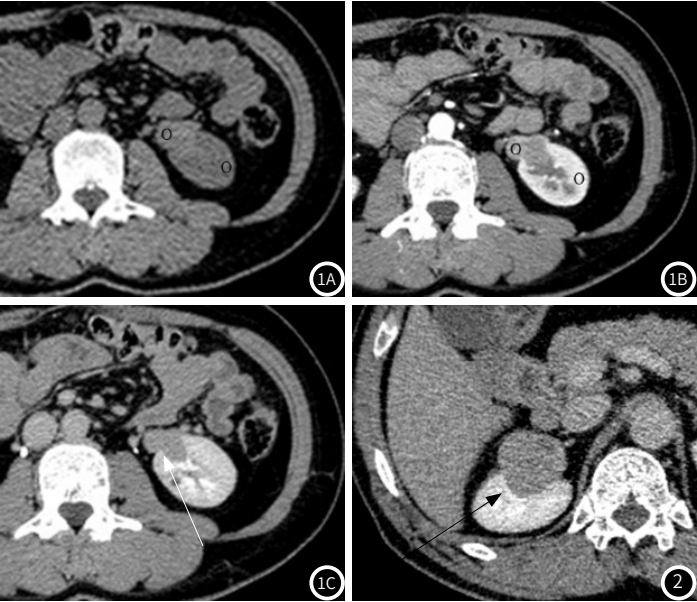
图1C 患者，女，38岁，左肾fp-AML。图1A CT平扫图像示肿瘤呈高密度，CT值约47.70HU，同侧肾皮质CT值约31.46HU；图1B CT增强扫描皮髓质期图像肿瘤明显强化，CT值约99.68HU，同侧肾皮质CT值约170.65HU；计算得肿瘤皮髓质期绝对强化CT值为51.98HU，皮髓质期相对强化幅度为0.37，皮髓质期强化率为1.09；图1C CT增强扫描排泄期图像，肿瘤可见啤酒杯溢出征(箭)。
